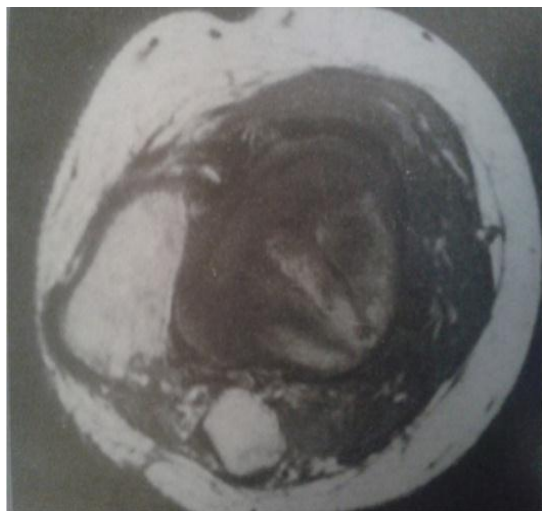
Image IRM montrant la masse du creux poplité (coupe coronale)
